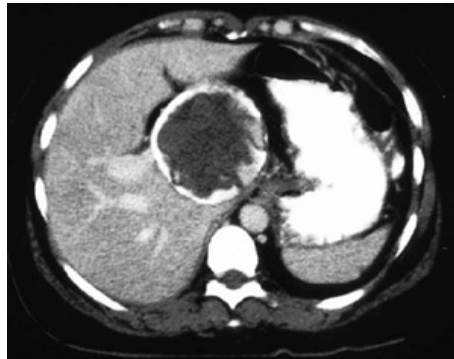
TAC de abdomen: quiste hidatídico localizado en el lóbulo caudado, que está completamente calcificado, lo que se observa cuando está muerto.
